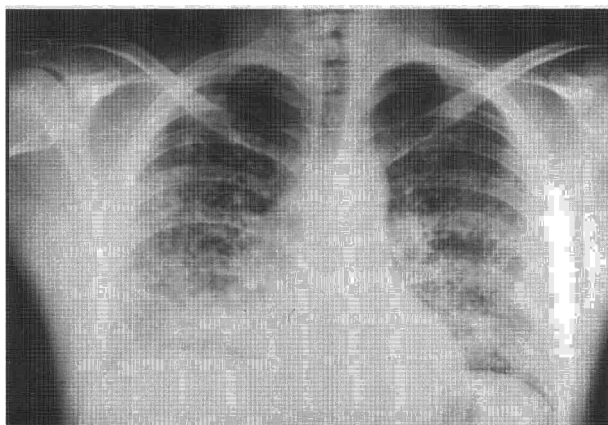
Radiografía anteroposterior de tórax correspondiente al caso 1, que muestra patrón alveolointerstitial-micronodular bilateral de predominio basal.
